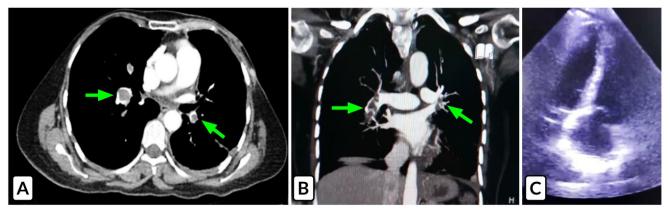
A) Tomografía torácica corte axial con contraste que muestra defecto de llenado de las arterias pulmonares derecha e izquierda. B) TAC torácica corte coronal con tromboembolia de arterias pulmonares derecho e izquierda. C) Ultrasonido cardiaco, vista apical, cuatro cámaras con interdependencia ventricular.
